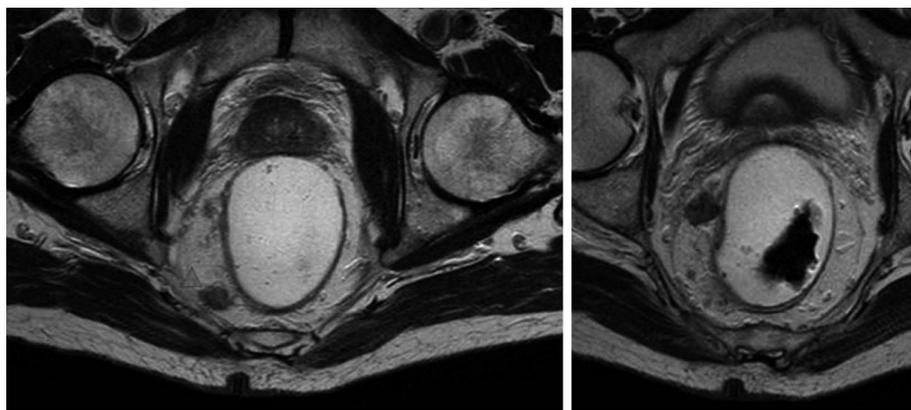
TNM por resonancia magnética del cáncer colorrectal.
